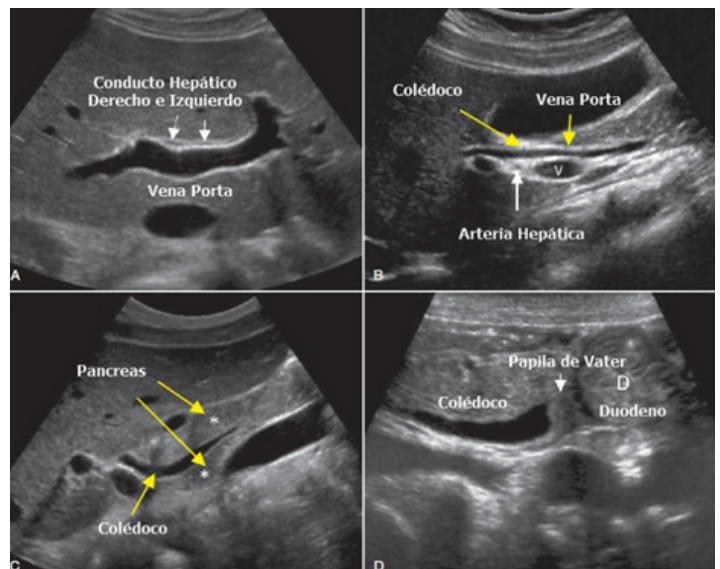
Ecografía de Vía Biliar
